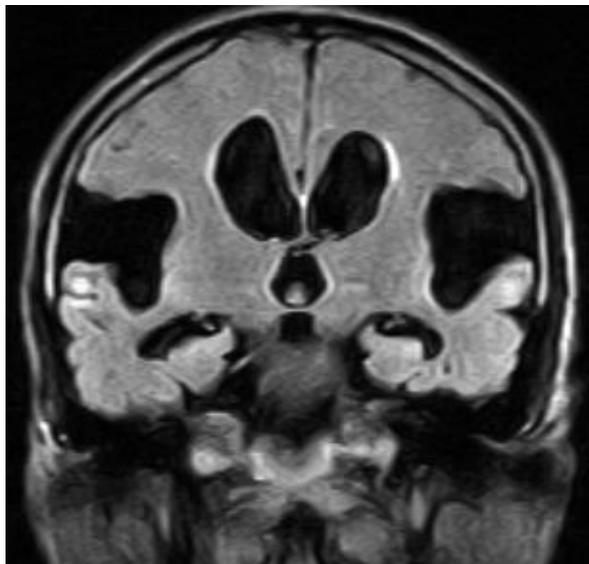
Imagen coronal FLAIR T2 con evidente incremento del ángulo del cuerpo calloso representado en rojo.
